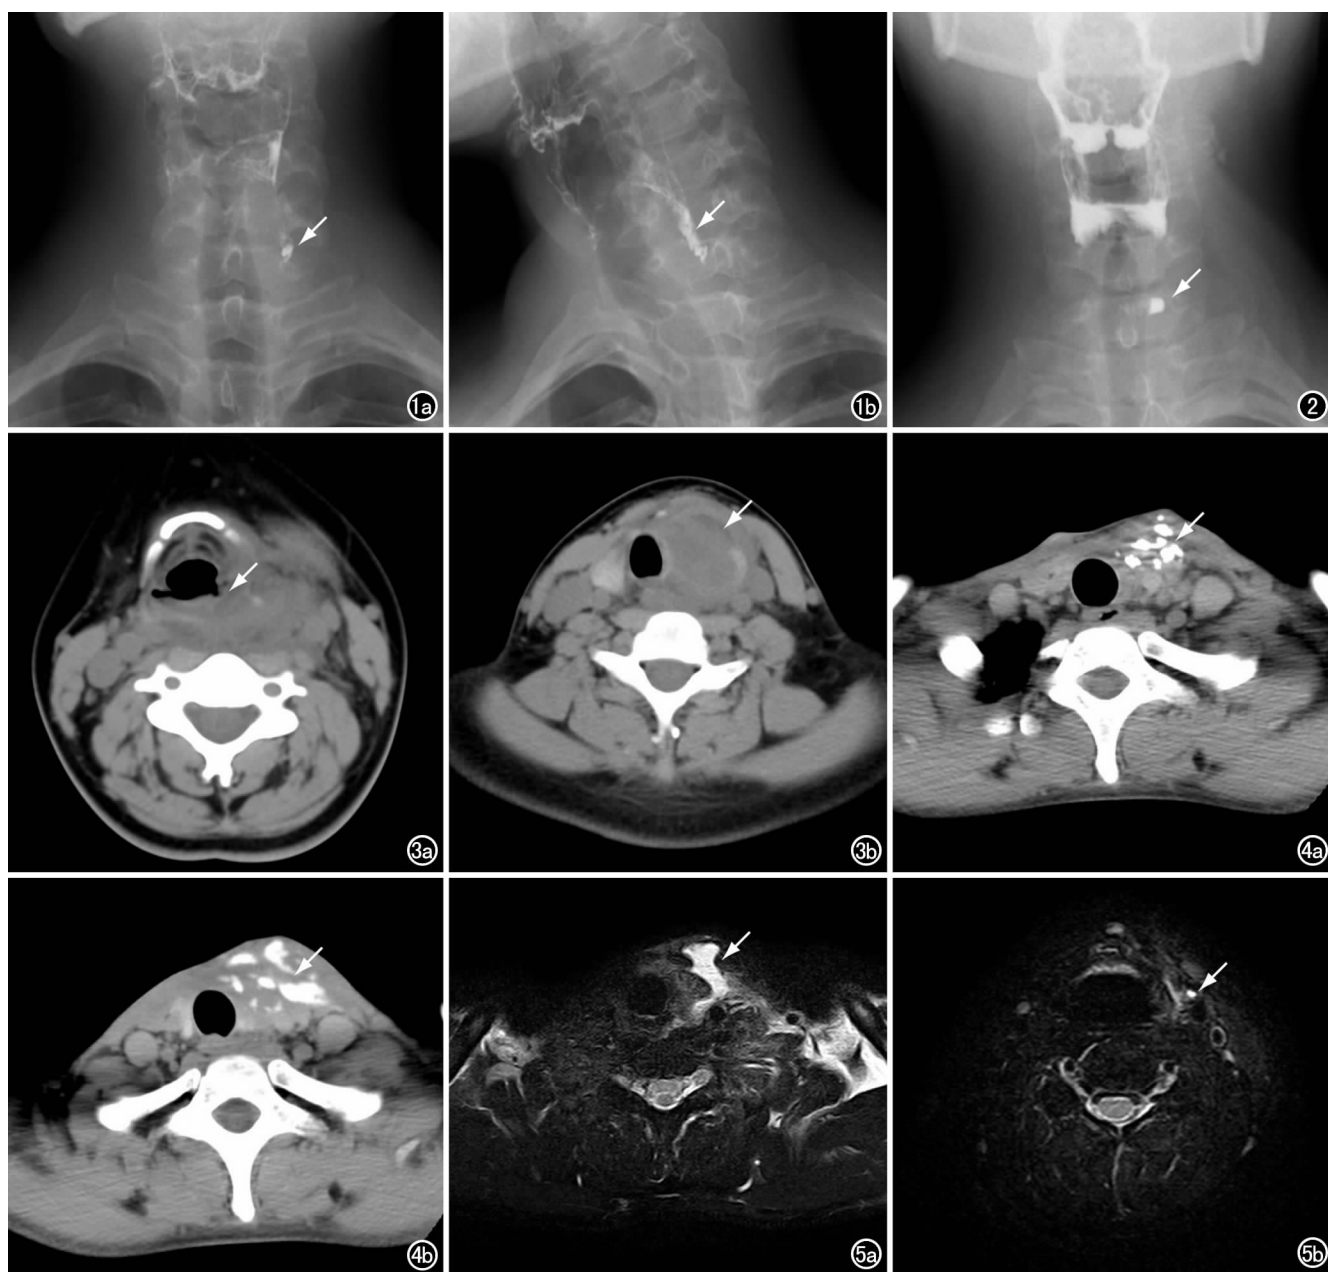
男, 18 岁, AST、CPSF。a) BSX 正位片示左侧梨状窝下角约 C7 上缘水平瘘道形成(箭), 其内对比剂积聚; b) BSX 右前斜位片, 显示瘘道经左侧梨状窝下角向下方走行。图 2 女, 21 岁, AST、CPSF。BSX 正位片示左侧梨状窝下方约平 C7 上缘水平小憩室样改变, 其内对比剂积聚(箭)。图 3 男, 18 岁, AST、CPSF。a) 梨状窝水平 CT 横轴面图像示左侧梨状窝变浅, 周围软组织肿胀, 左侧咽旁间隙消失; b) 甲状腺水平 CT 横轴面图像示甲状腺左叶脓肿形成(箭), 左侧咽旁及咽后间隙消失。图 4 女, 26 岁, AST、CPSF。a) 口服对比剂后延时 5min CT 横轴面图像示对比剂向周围扩散; b) 口服对比剂后延时 45min CT 横轴面图像示对比剂向周围软组织内进一步扩散, 下缘至甲状腺左叶(箭)。图 5 男, 18 岁, AST、CPSF。a) 甲状腺水平 MR 横轴面图像示甲状腺左叶脓肿形成, 其内见液性长 T_2 信号区(箭), 周围软组织肿胀; b) 梨状窝水平 MR 横轴面图像示左侧梨状窝瘘道显影, 见点状长 T_2 信号影(箭)。
